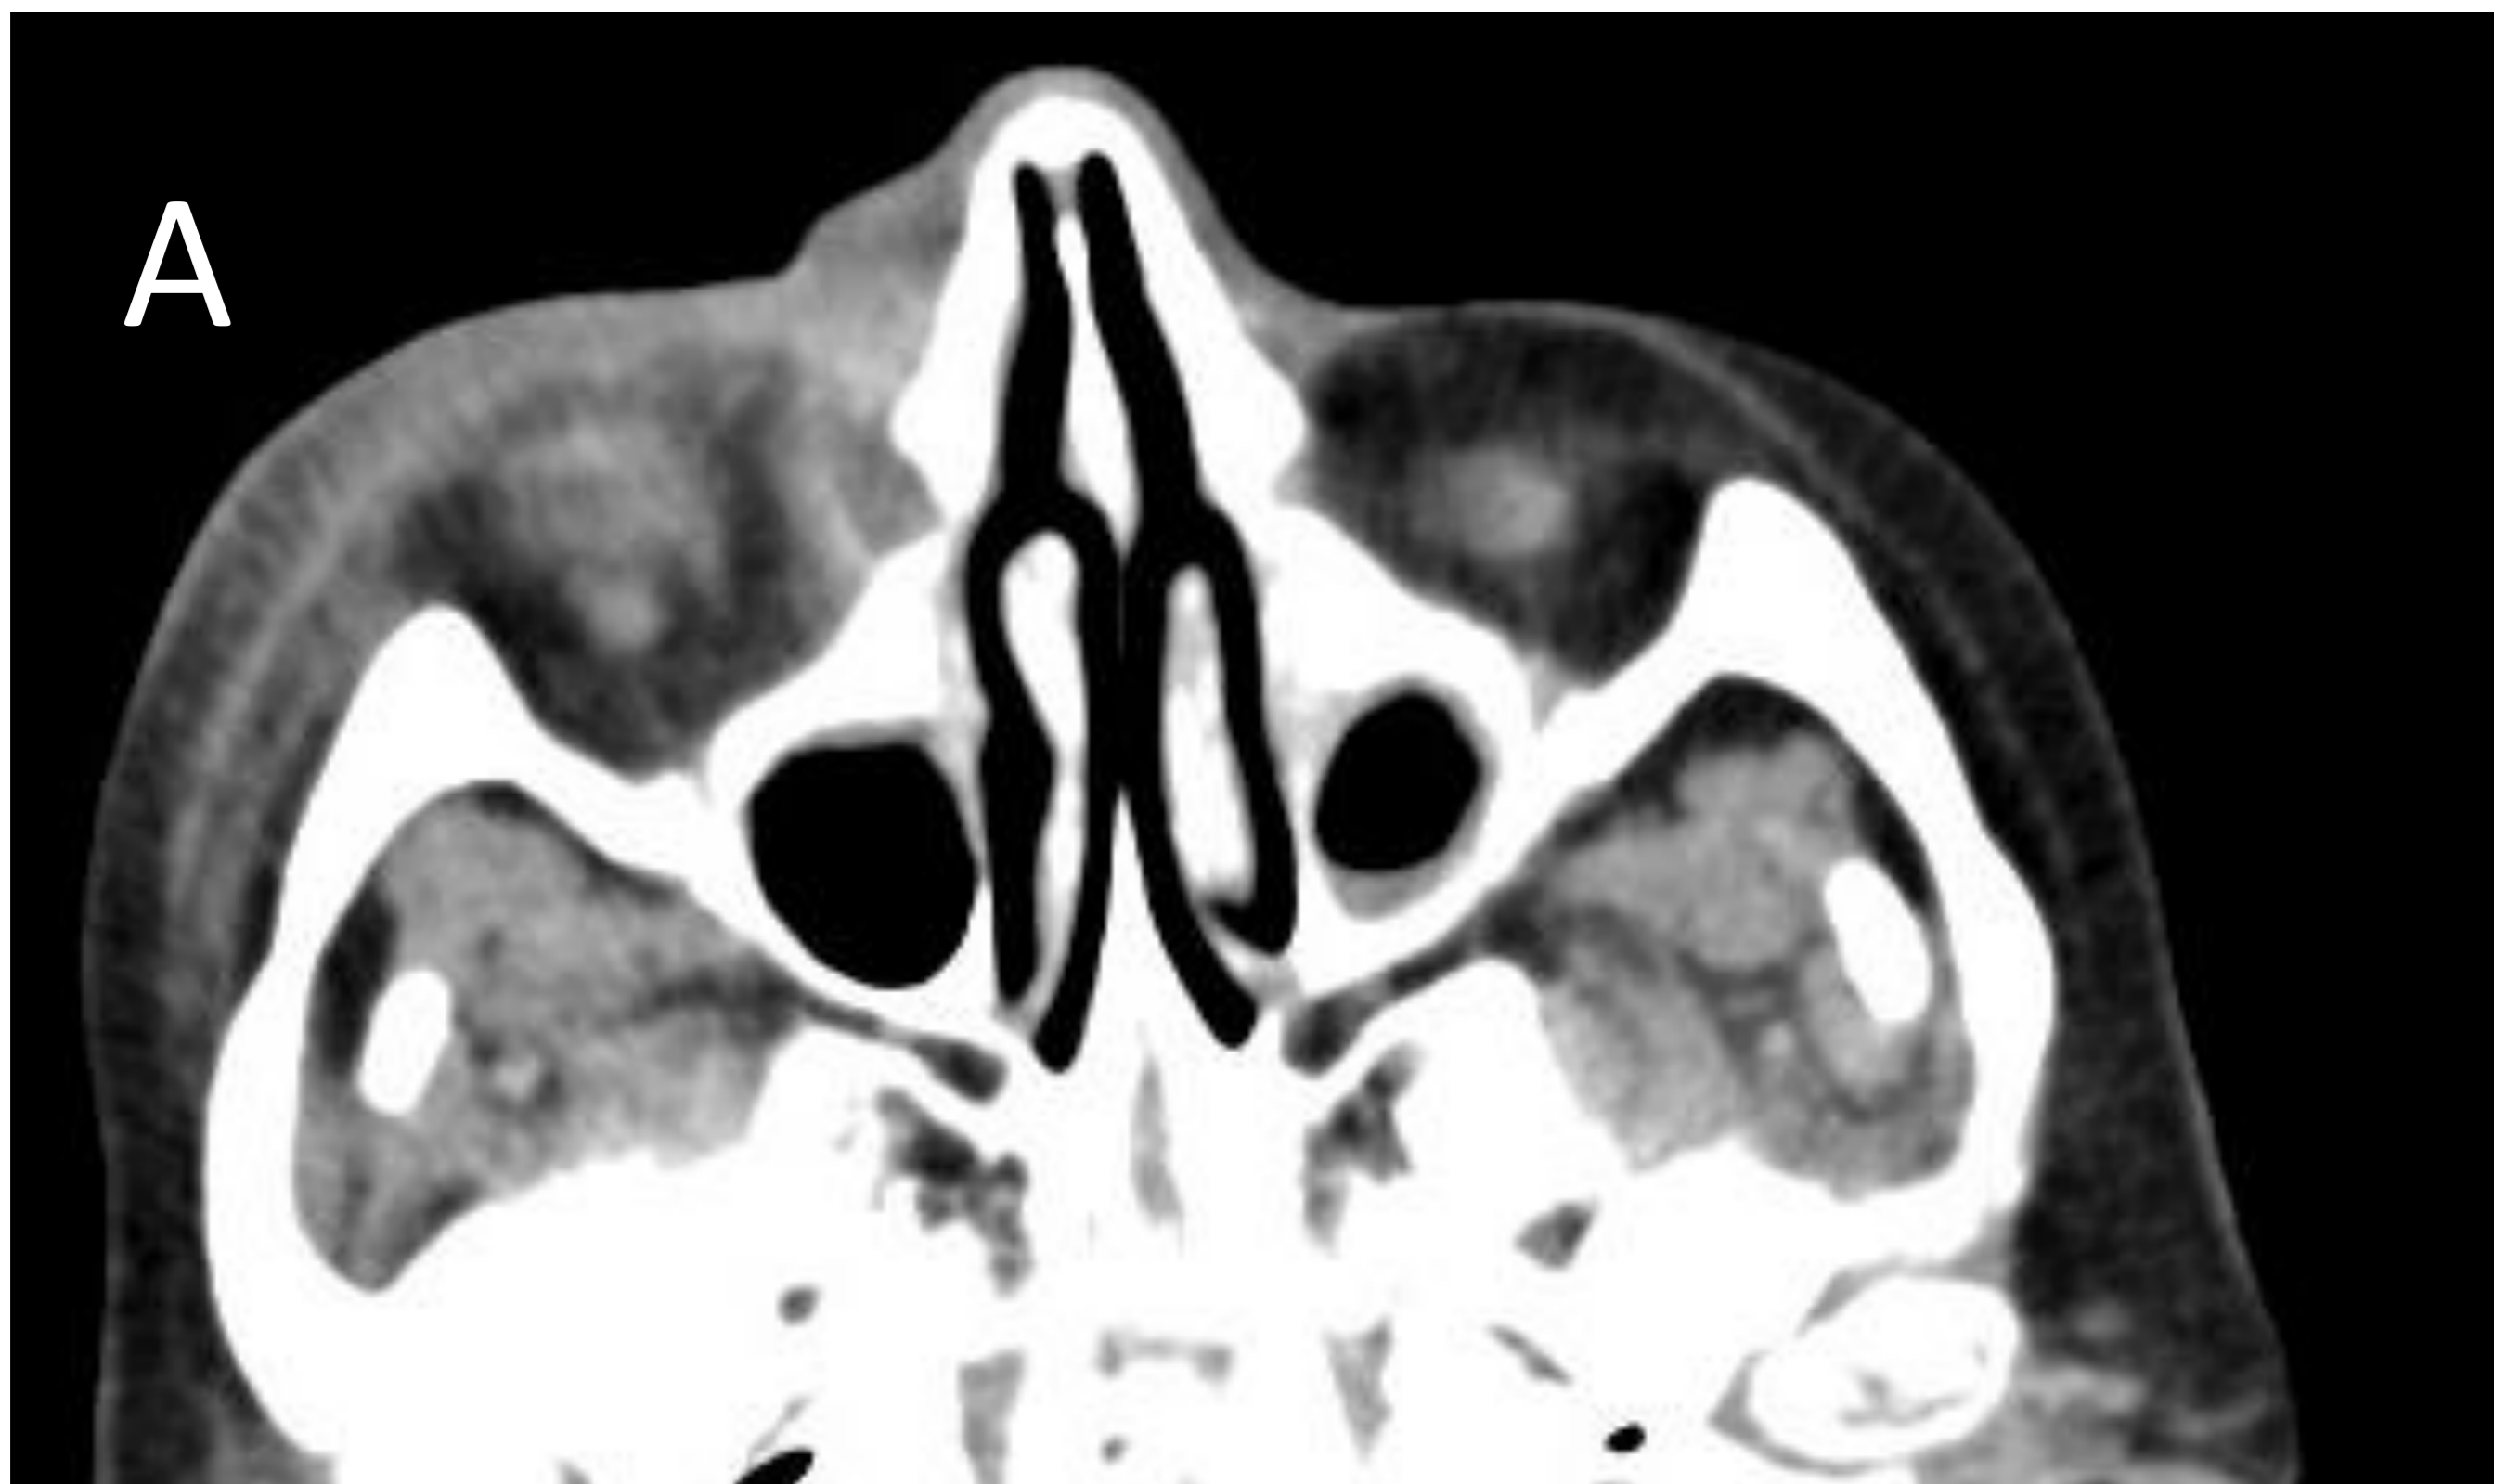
Imagen axial (A) y coronal (B y C) de TC con contraste. En la imagen A se delimita la afectación al espacio preseptal (septo delimitado con arco azul) . En imagen B y C se observa, además, una pequeña colección en vertiente medial periorbitaria derecha (círculo) , con realce de pared, de aprox 8.8mm.
